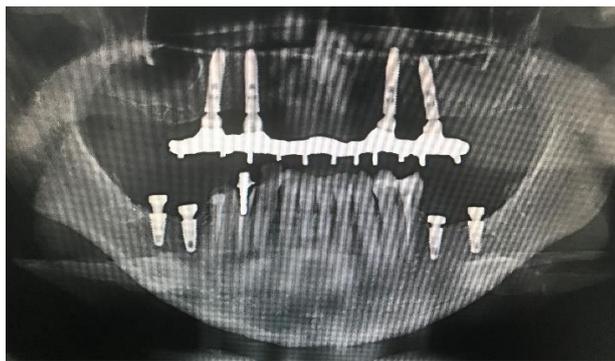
Imagem da radiografia panorâmica com implantes e prótese instalados.
